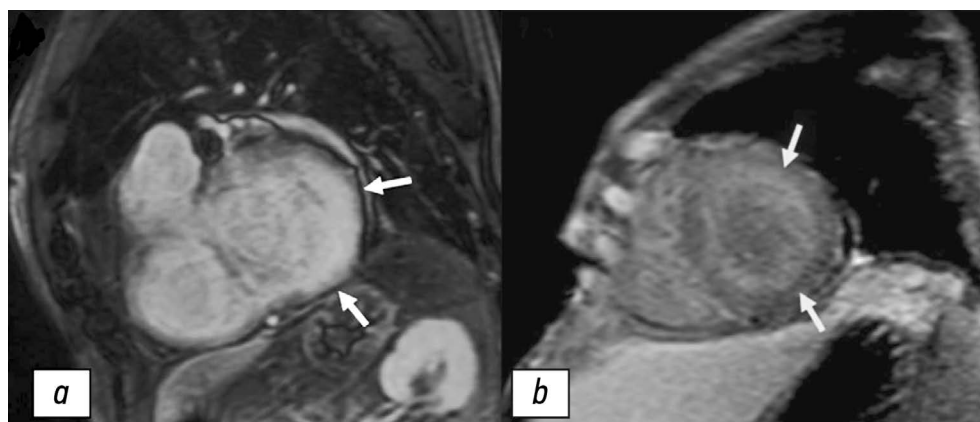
Изображения магнитно-резонансной томографии сердца с отсроченным контрастированием при транстретиновом амилоидозе. *a* — трансмуральное накопление контрастного препарата в базальных боковых сегментах и интрамуральное в базальном нижнем сегменте миокарда левого желудочка (белые стрелки), показатель QALE — 15 баллов. *b* — циркулярное субэндокардиальное накопление контрастного препарата во всех сегментах среднего отдела миокарда левого желудочка (белые стрелки), показатель QALE — 10 баллов.
